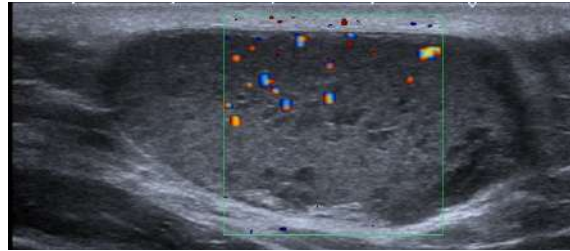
Ultrasonido Doppler a color: quiste gigante de inclusión epidérmica, con falso flujo en su interior por artefacto de movimiento por partículas en su interior.
